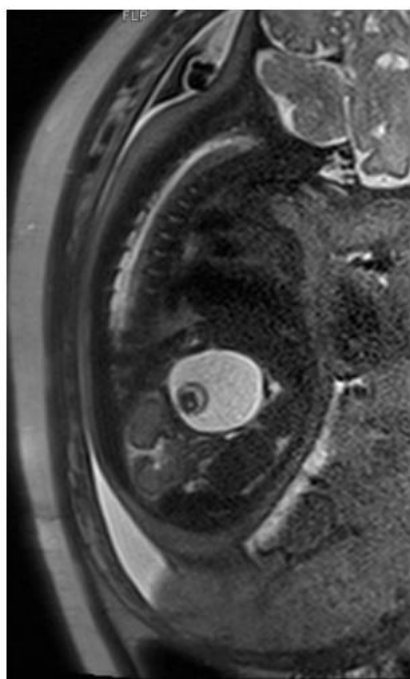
Imagen de RMN prenatal realizada en semana 36+1.
